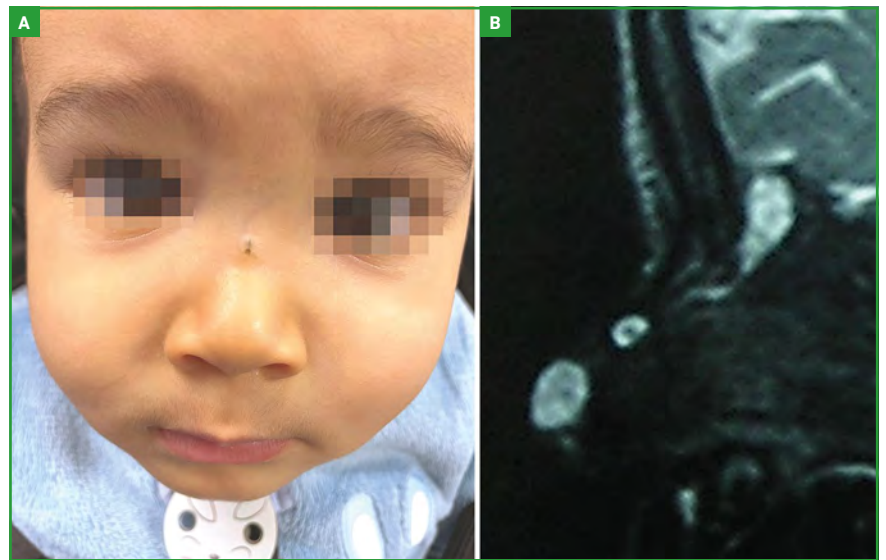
A : Fistule du dos du nez centrée par un poil ; B : IRM en coupe sagittale séquence T2 montrant trois kystes associés à une fistule du dos du nez, situés d'avant en arrière et de bas en haut sous la peau de la région de la pointe du nez, sous l'os nasal et contre la méninge de la fosse cérébrale antérieure.
